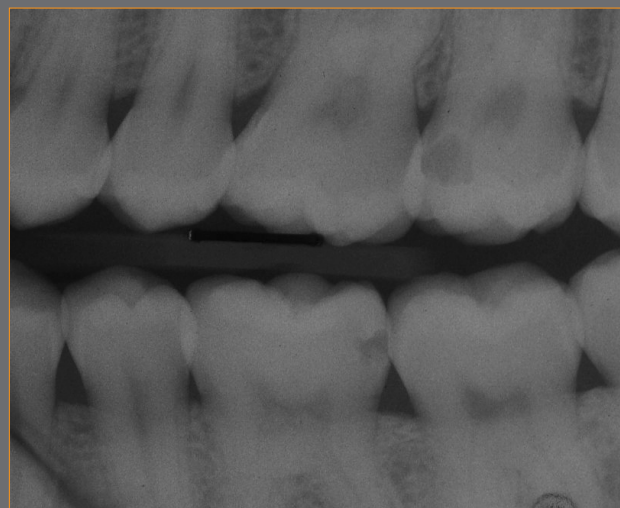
Bitewing che rileva lesioni di gravità D1 (strato esterno della dentina, su dente 36) e lesioni D2 (terzo medio della dentina, su dente 27)
